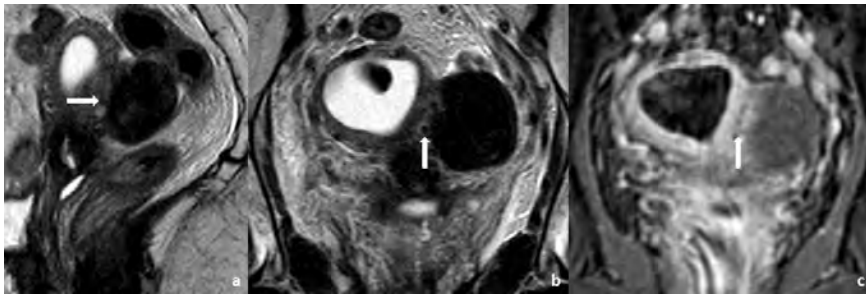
Mulher de 70 anos, com antecedentes de tumor do colo do útero, realizou RM pélvica para esclarecimento de lesão anexial esquerda detectada por ecografia e inicialmente interpretada como provável fibroma/tecoma do ovário esquerdo. A RM pélvica, com sequências ponderadas em T2 no plano sagital (a) e no plano axial do ovário (b) e sequência ponderada em T1 com supressão de gordura após a administração de gadolínio, no plano axial do ovário (c) revela que a lesão que se projecta para trás e para a esquerda do útero tem origem uterina, correspondendo a um leiomioma submucoso. É possível identificar alguns vasos de maior calibre entre as duas estruturas (setas), o que confirma a origem uterina da lesão (the bridging vessels sign).
